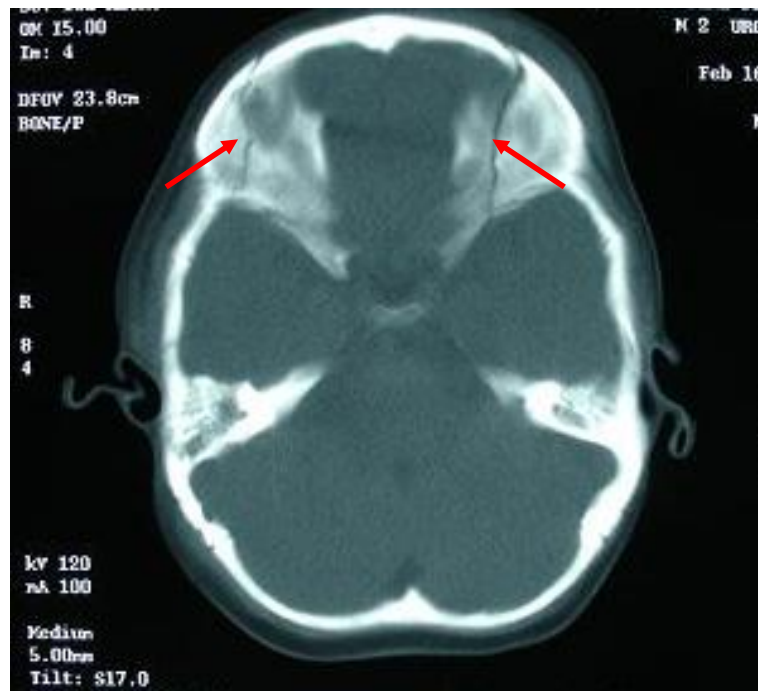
TDM en coupe axiale montrant deux fractures simples des deux toits des orbites (↗)
